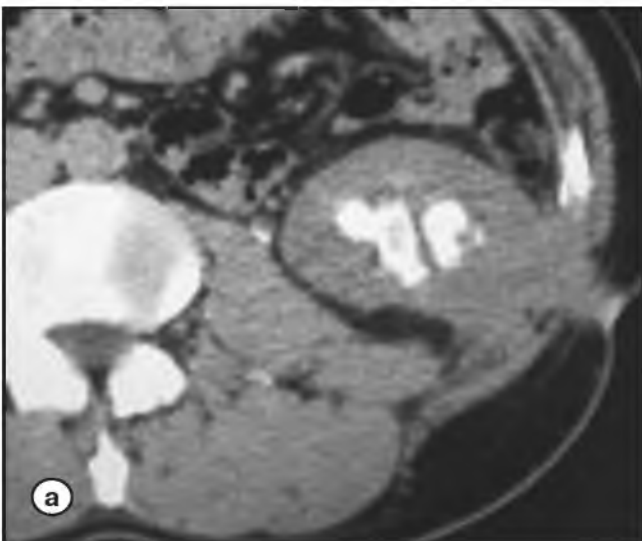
Компьютерная томография забрюшинного пространства пациента Г. 42 лет после резекции левой почки по поводу ЗНО;
